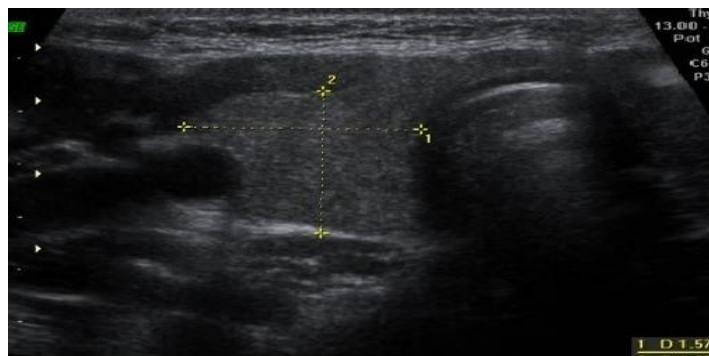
Imagen de ecografía preoperatoria: adenopatía de aspecto necrótico-quístico de 16 mm adyacente al lóbulo tiroideo derecho.
